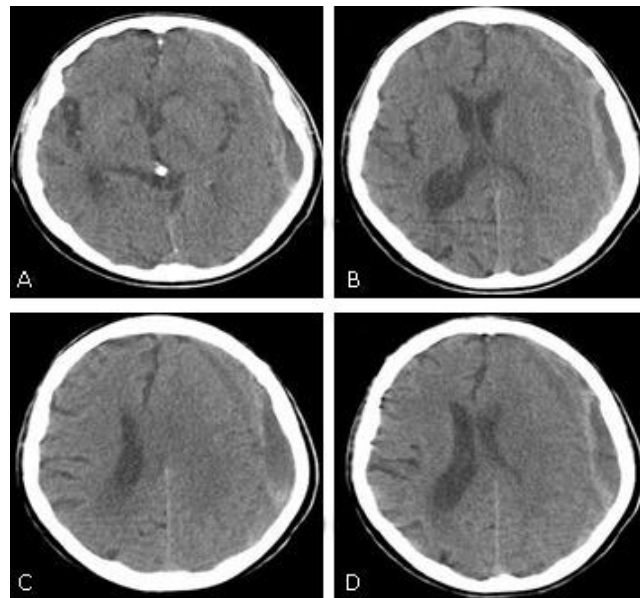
TC de cráneo simple preoperatoria. A y B). Presencia de hematoma subdural crónico con densidades mixtas que colapsa el sistema ventricular del lado izquierdo y desplaza la línea media. C y D). Desaparición de todo el espacio subaracnoideo en hemisferio izquierdo por compresión del HSC.
